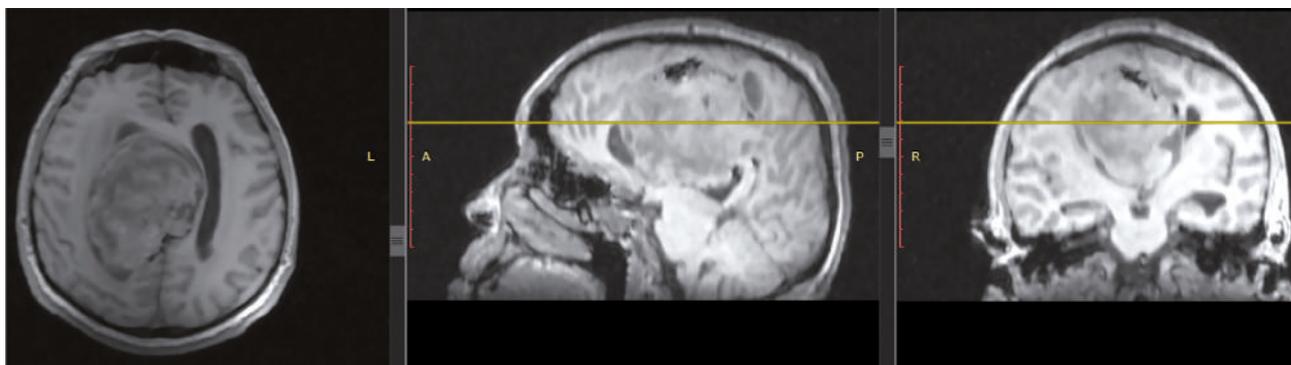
А, Б и В – На МРТ головного мозга аксиальной (А), сагиттальной (Б) и фронтальной (В) проекциях визуализируется объемное образование правого бокового желудочка, со смещением срединных структур головного мозга справа налево
